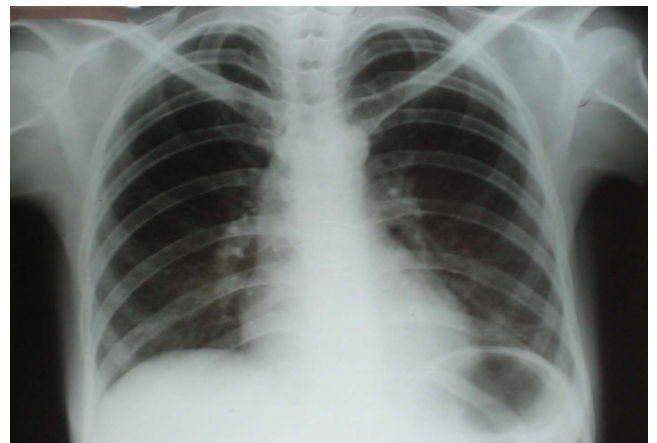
Radiografía de tórax un mes después del inicio del tratamiento. Se observan descenso del hemidiafragma izquierdo y mejoría de la atelectasia basal izquierda.
